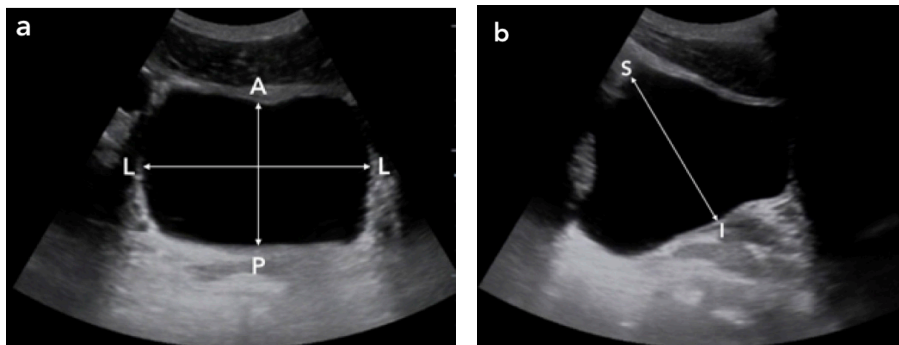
Estimativa do volume urinário vesical com uso da ultrassonografia (a. bexiga, plano transversal; b. bexiga, plano longitudinal; volume da bexiga= $A-P \times L-L \times S-I \times 0,52$).⁹
